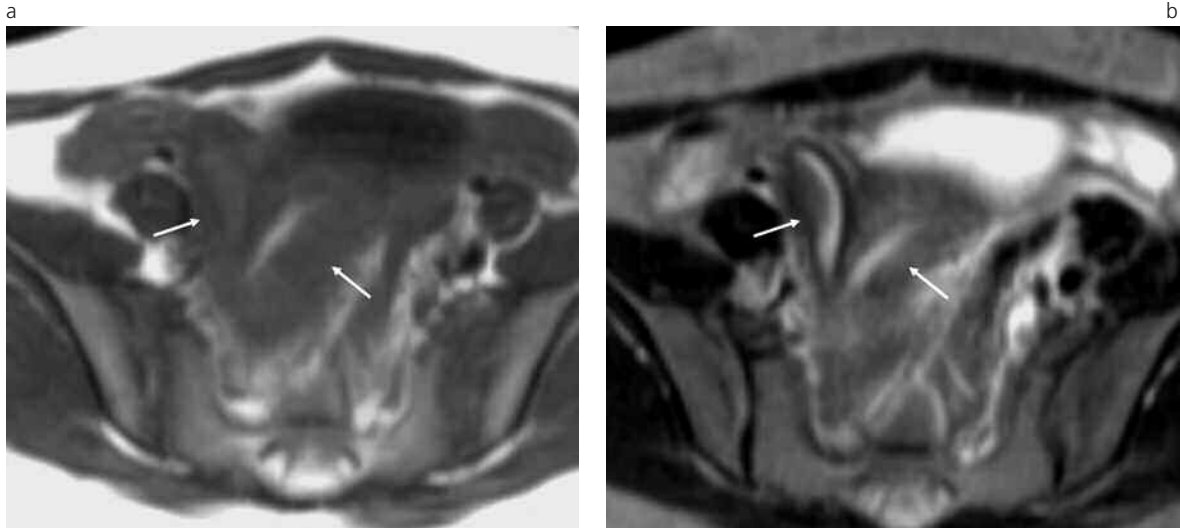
Útero didelfo. Resonancia Magnética obtenida en un plano axial y ponderada en T1 (a) (TR: 380; TE: 15) y en T2 (b) (TR: 4000; TE: 80) se registra la existencia de dos cuernos uterinos (flechas).
